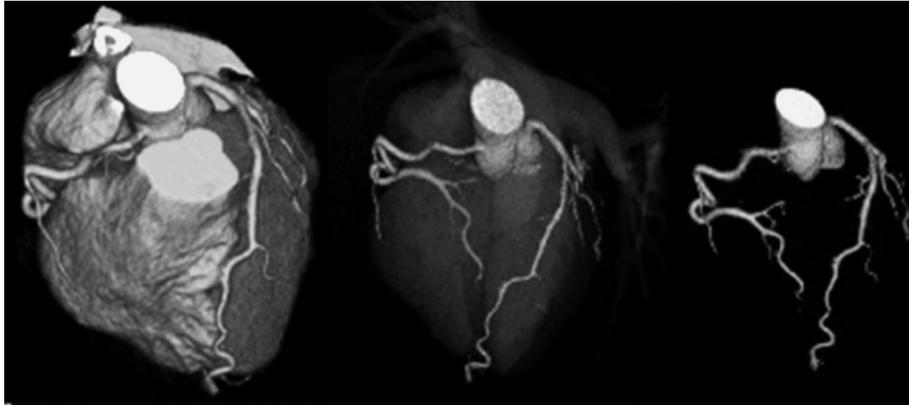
Imágenes de resonancia magnética nuclear.
